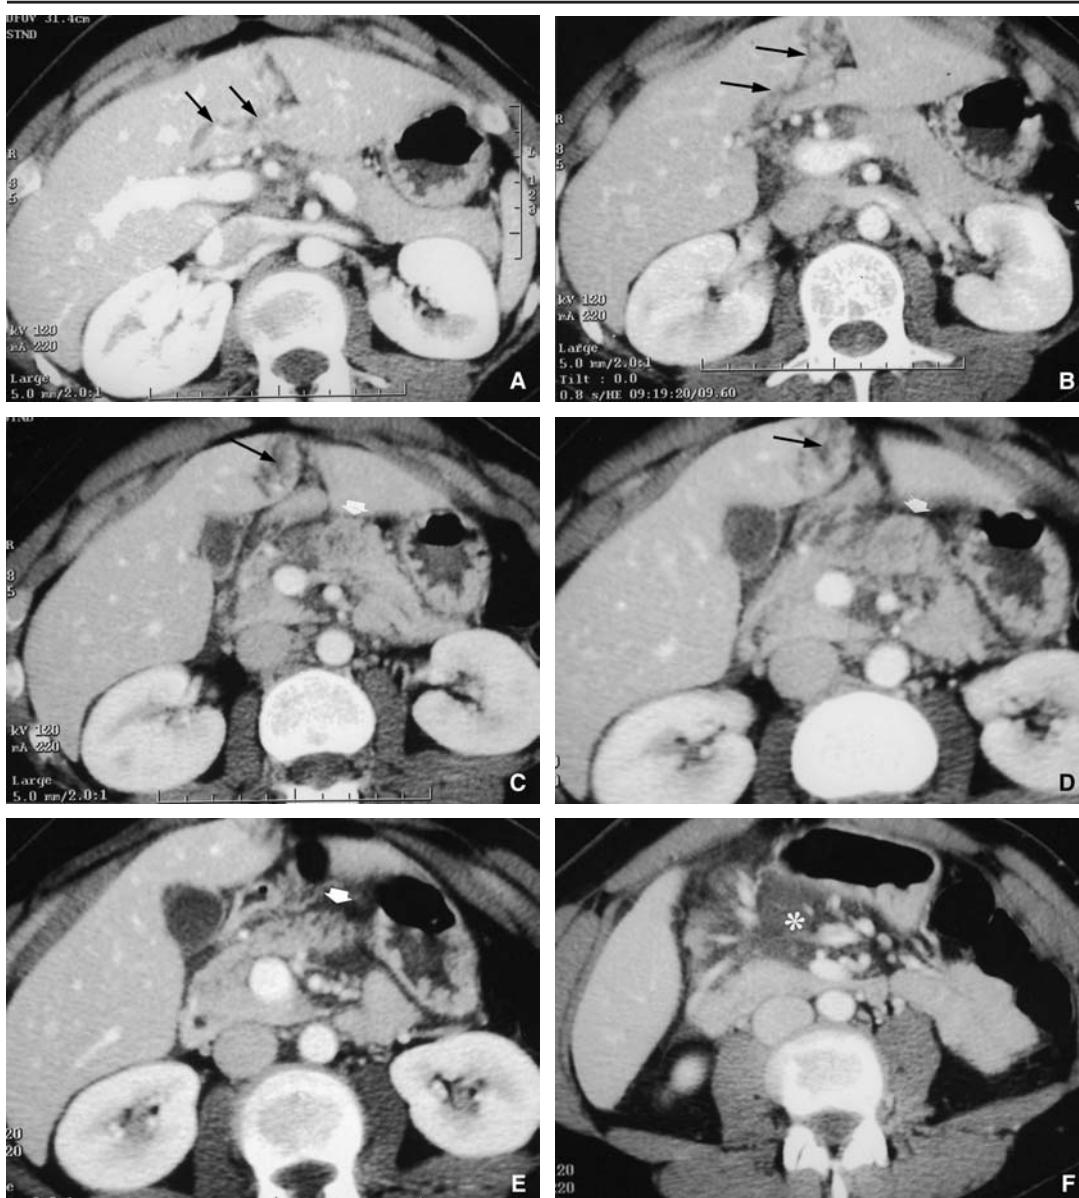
Mujer de 35 años. Agredida: contusiones múltiples. Dolores difusos. Amilasemia 6 veces superior al valor normal y lipasemia 20 veces superior al valor normal. Tomografía computarizada a su ingreso: contusión de los segmentos hepáticos 2 y 4 (flechas finas). Contusión corporal del páncreas sin signos de fractura franca (flechas largas). Infiltración hemática de la raíz del mesenterio (asterisco). Aparición de defensa abdominal. Intervención a las 6 horas: contusión pancreática sin rotura del parénquima. Exploración completa y drenaje de gran calibre. Curación.
